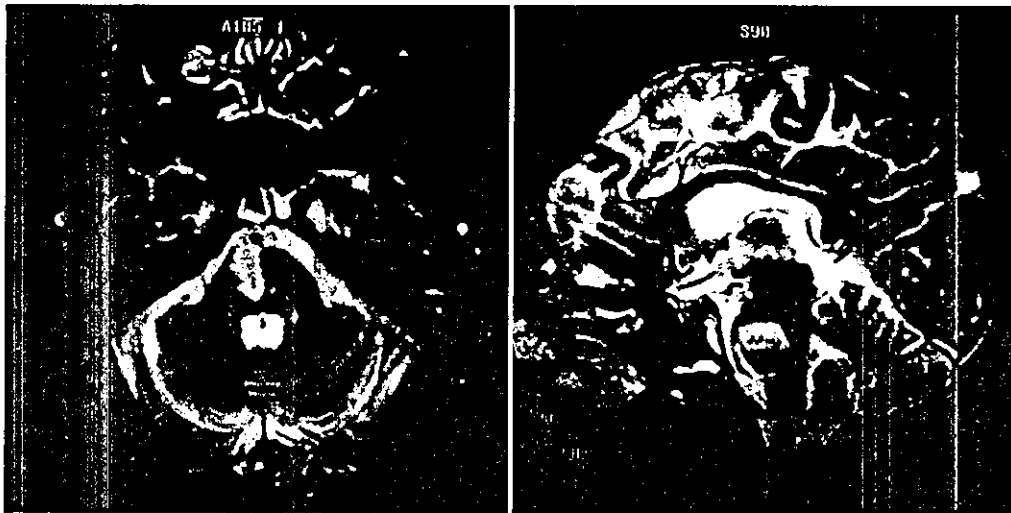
Branch atheromatous disease (BAD) のMRI 所見
